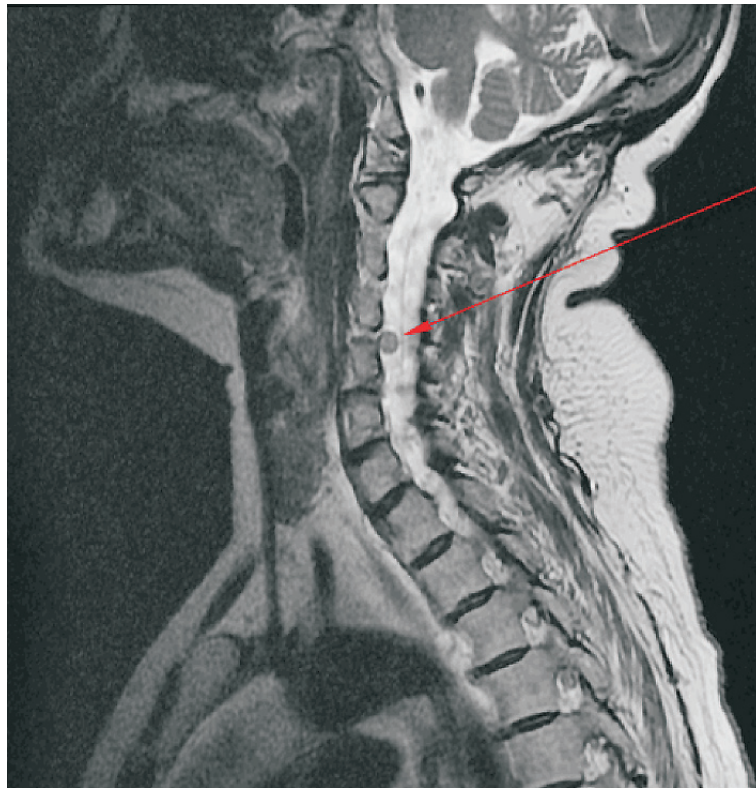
Больная Ш., 57 лет. МРТ шейного отдела позвоночника
